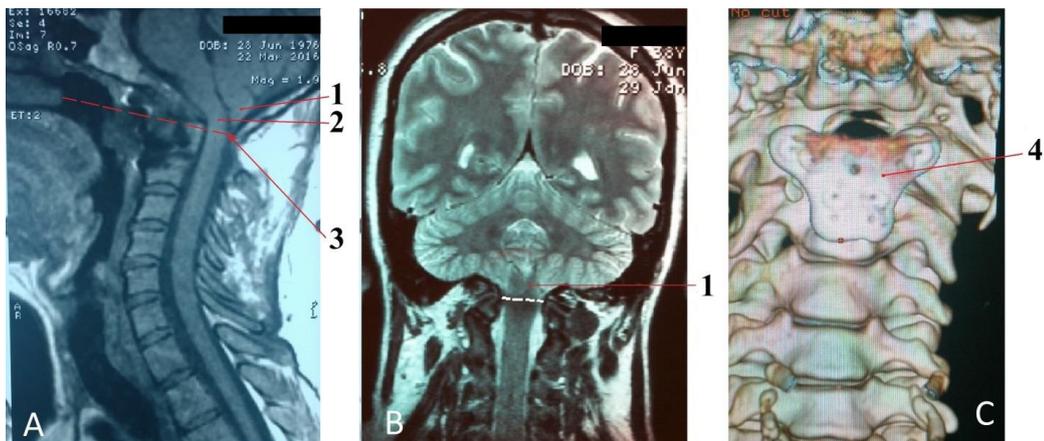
А – МРТ в сагиттальной проекции через 17 месяцев после операции, В – МРТ во фронтальной проекции через 7 месяцев после операции, С – СКТ в режиме 3D реконструкции через 7 месяцев после операции. 1 – редислоцированные миндалики мозжечка, 2- верхнейшие отделы спинного мозга, 3 – линия Чемберлена, 4 – накладная металлическая пластина, установленная на передние отделы атланто-аксиального сочленения.*
